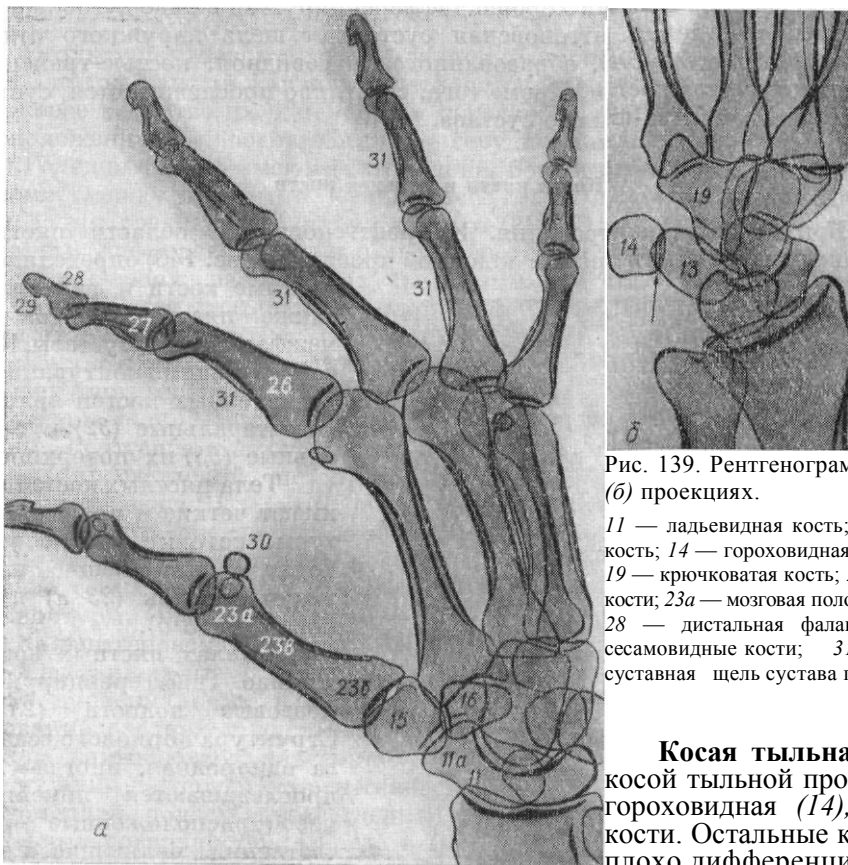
Рентгенограммы кисти в косой ладонной (а) и косой тыльной (б) проекциях.
